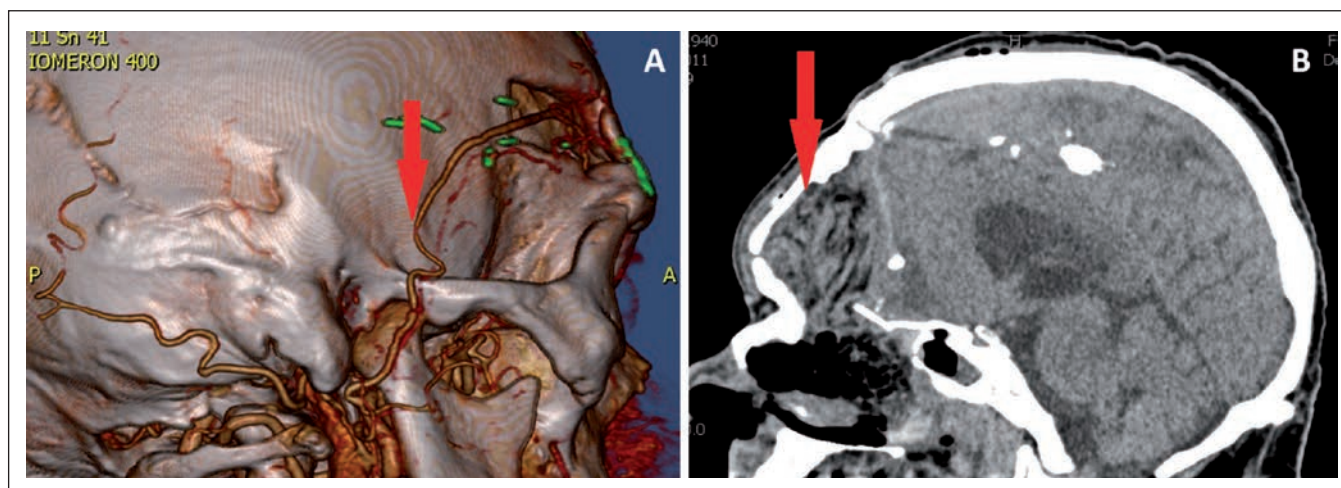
A – CTA, the arrow shows the arterial anastomosis, B – CT scan after 2 days from the operation, the arrow shows the flap.
